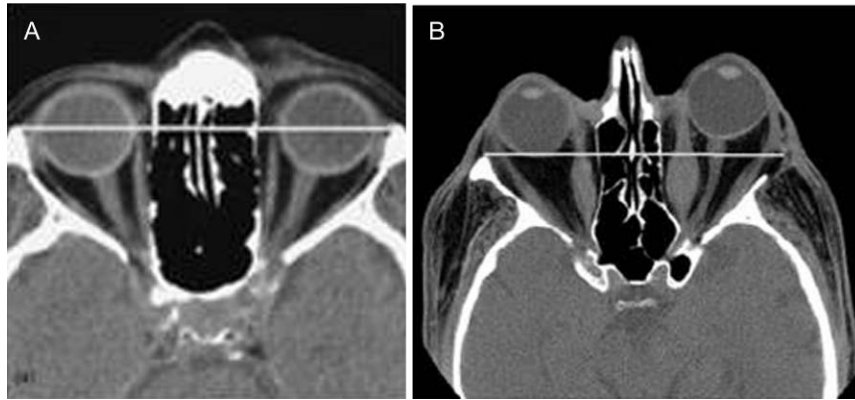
CT oczodołów projekcja osiowa – ocena proptozy. A – obraz prawidłowy: 1/3 gałki ocznej do tyłu od linii międzypoliczkowej, wysunięcie gałki < 22 mm, B – orbitopatia tarczycowa: proptoza, pogrubienie mięśni okoruchowych.
